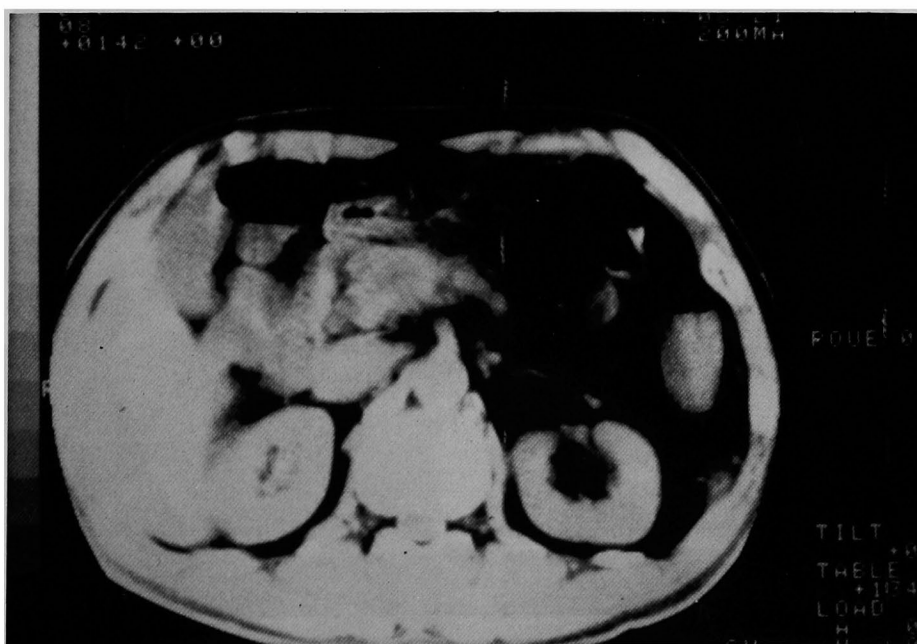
CT scan of pancreas
